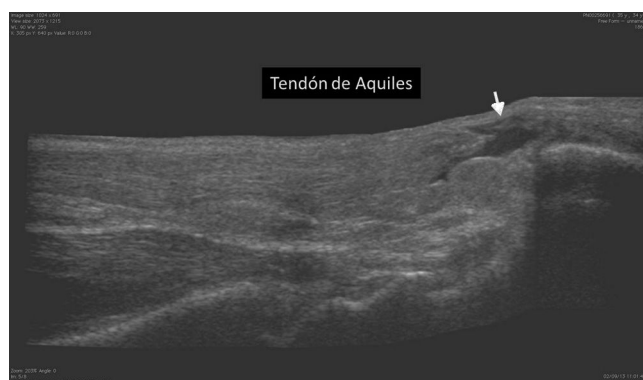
Ecografía con visión panorámica de la región del tendón de Aquiles revela una solución de continuidad de sus fibras (flecha) en relación con su inserción calcánea, indicativa de ruptura.
